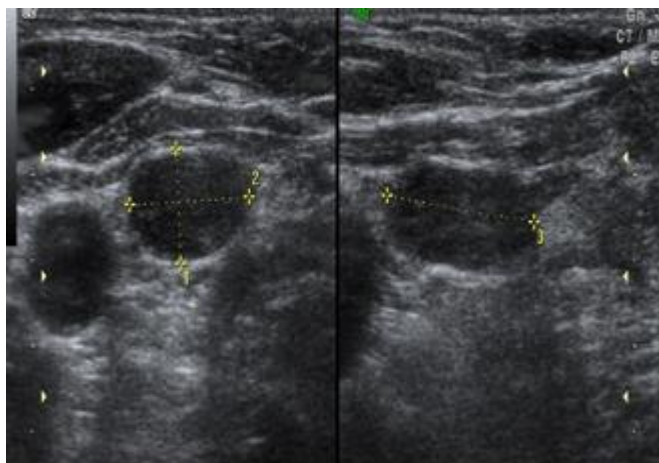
Интраоперационное УЗИ, аденома нижней правой паращитовидной железы (поперечное и продольное сканирование в В-режиме)
